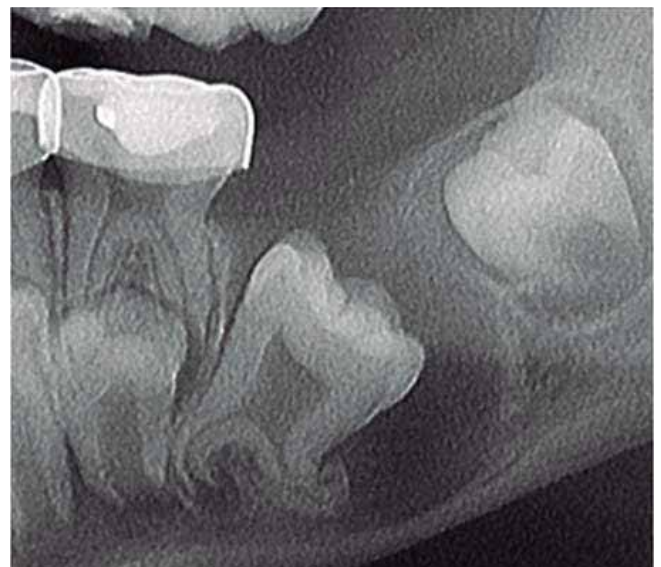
Imagen recortada de la radiografía panorámica donde se observa el primer molar inferior izquierdo permanente taurodóntico y con dilaceración radicular. El borde inferior de la mandíbula es delgado y hay esclerosis del borde distal de la cavidad radiolúcida.
